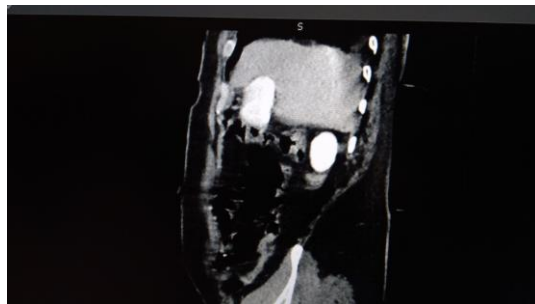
Abdomen CT scan.
